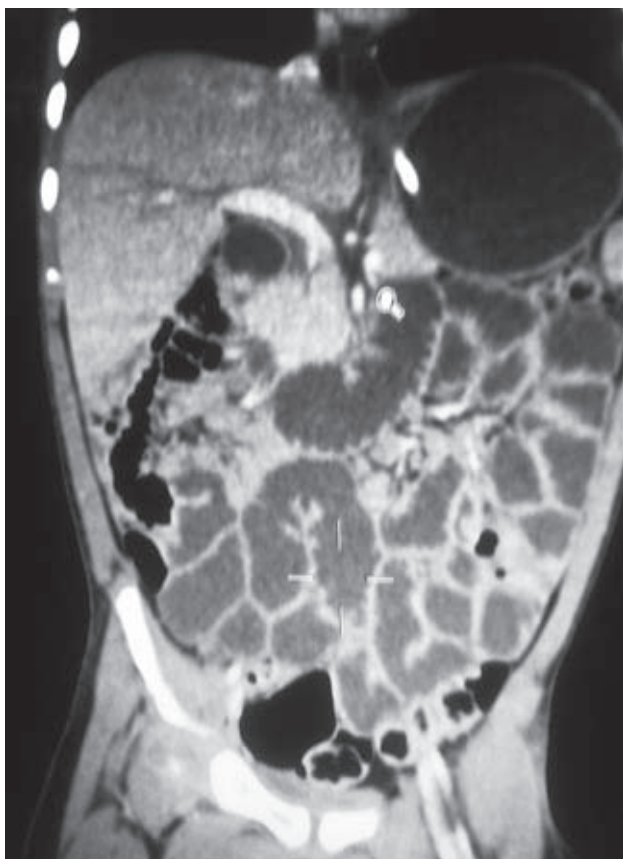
TAC sin evidencia de recidiva.
